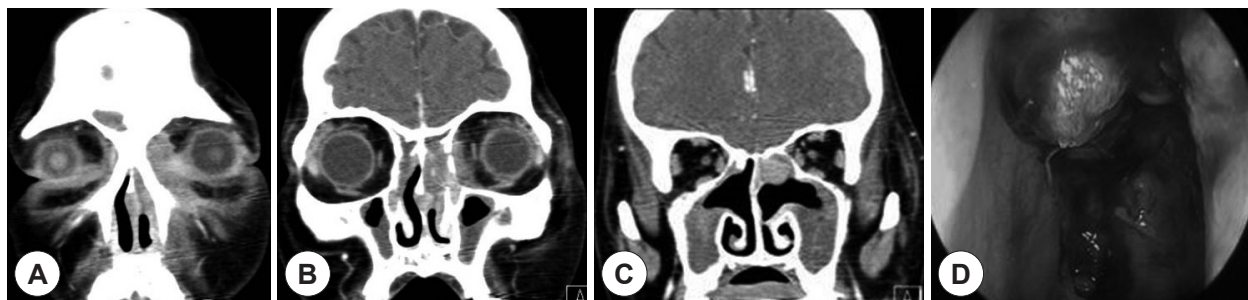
Coronal, enhanced, Orbit CT findings and endoscopic finding. The images show a large infiltrative region with enhancement in the left lacrimal sac (A), soft tissue density in anterior ethmoid sinus (B), and the homogenous small mass in ethmoid sinus of the left nasal cavity (C). A endoscopic finding shows an intranasal granulomatous mass in ethmoid sinus of the left nasal cavity (D), and third biopsy was performed.
